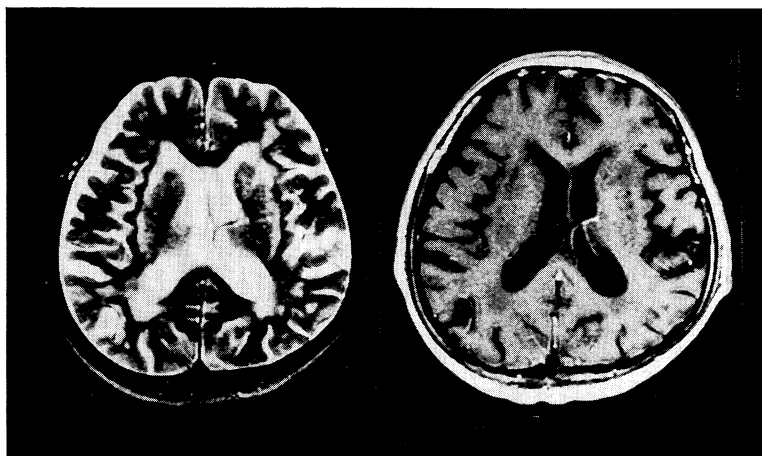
症例3の頭部MRI (1992年11月8日): 左 T_2 強調画像, 右 T_1 強調画像。 T_2 強調画像にて基底核部に高信号域を多発性に認めており、多発性脳梗塞の所見を呈した。
